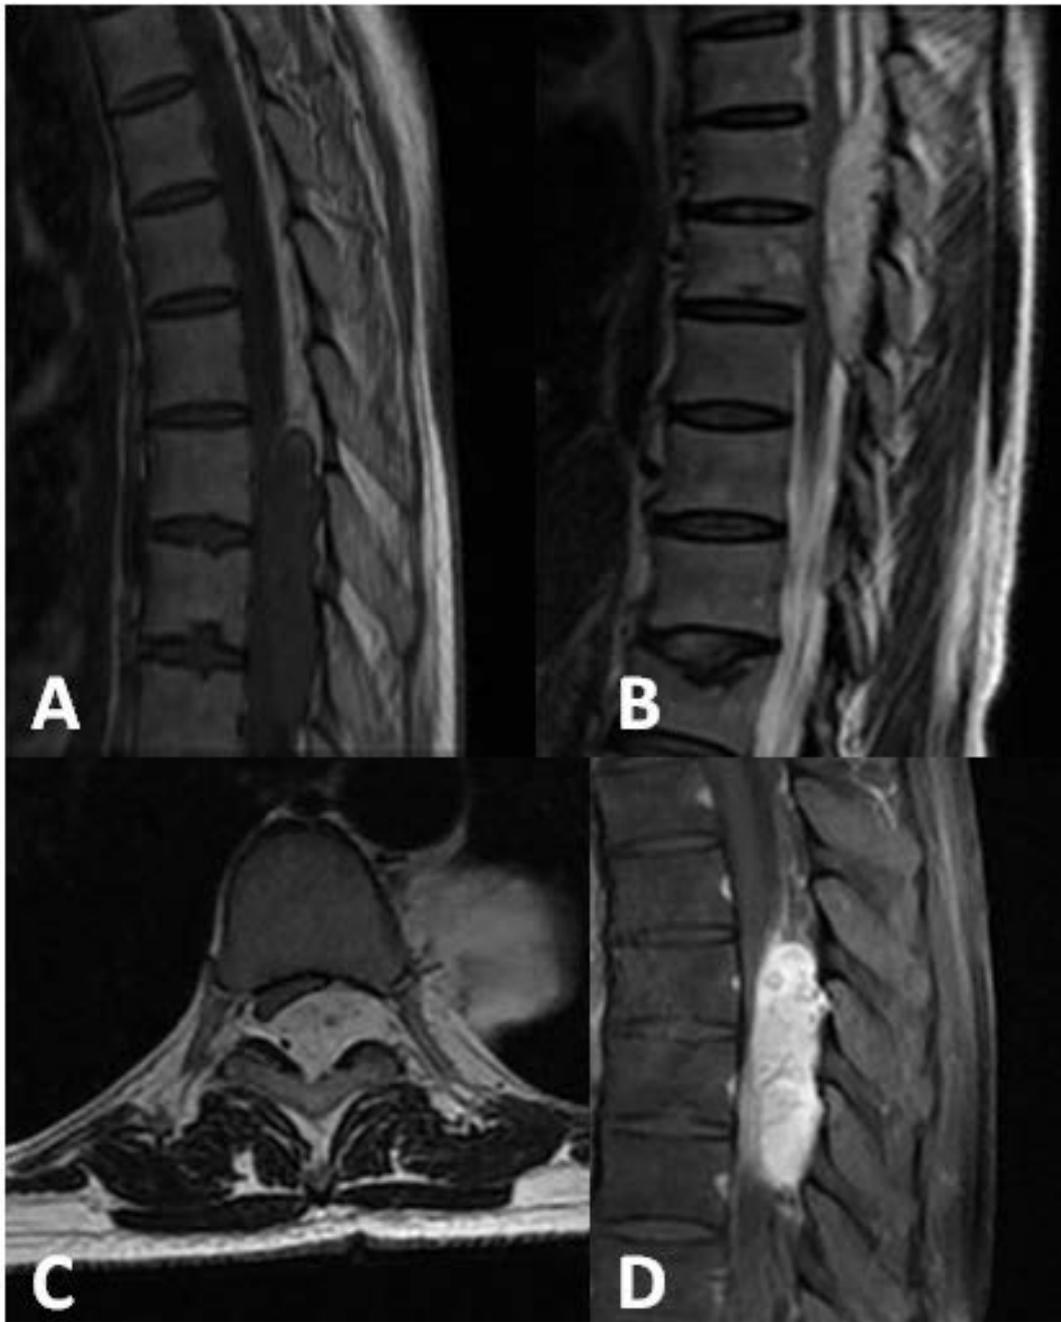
IRM du rachis (A) coupe sagittale séquence T1 ; (B) coupe sagittale séquence T2 ; (C) Coupe axiale T1 avec Gado ; (D) coupe sagittale T1 avec gadolinium montrant un Hémangiome caverneux extradural.
